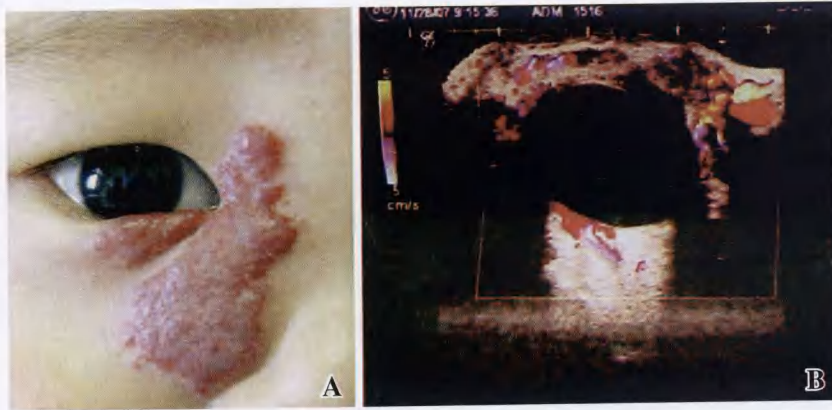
毛细血管瘤 A:外观 B:B 型超声显示毛细血管瘤形状不规则,边界不清,呈低回声区。CDI 检查肿瘤内部大多可见丰富的血流信号
